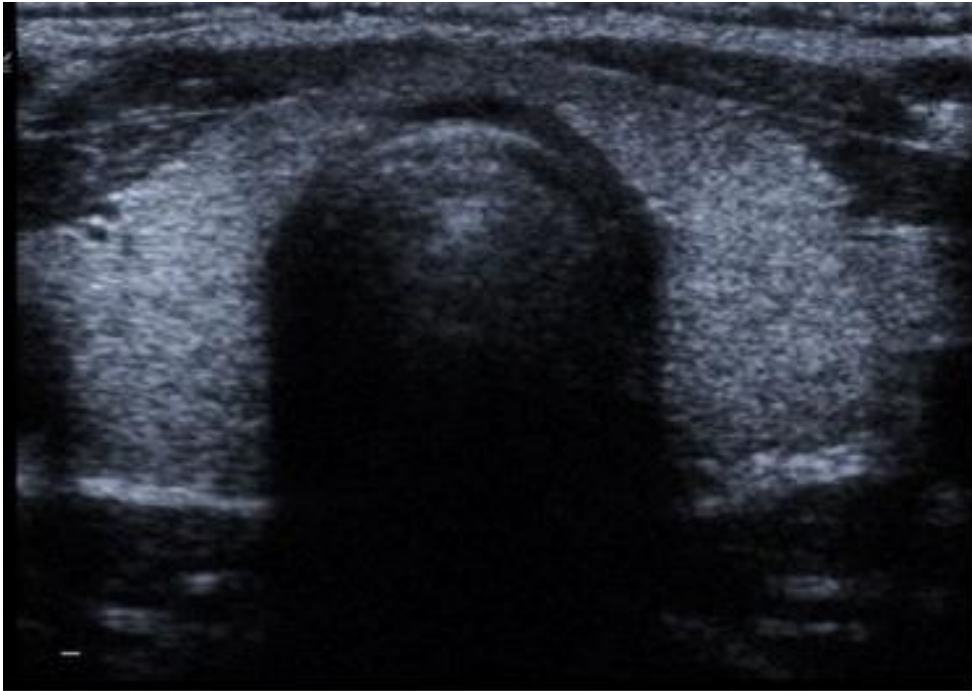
Échographie thyroïdienne normale d'échogénicité homogène[26].
